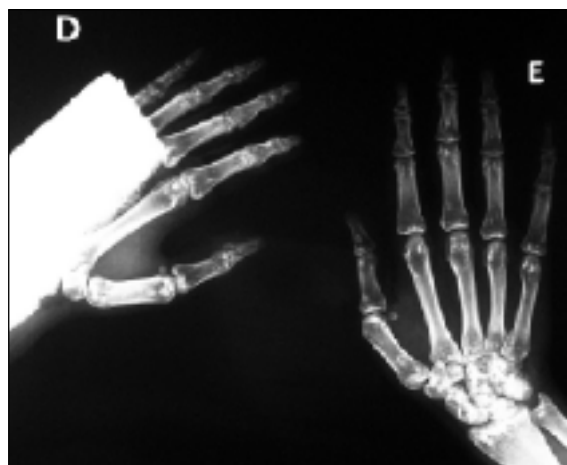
Radiografia das mãos mostrando lesões radiodensas. E imobilização de punho direito.
